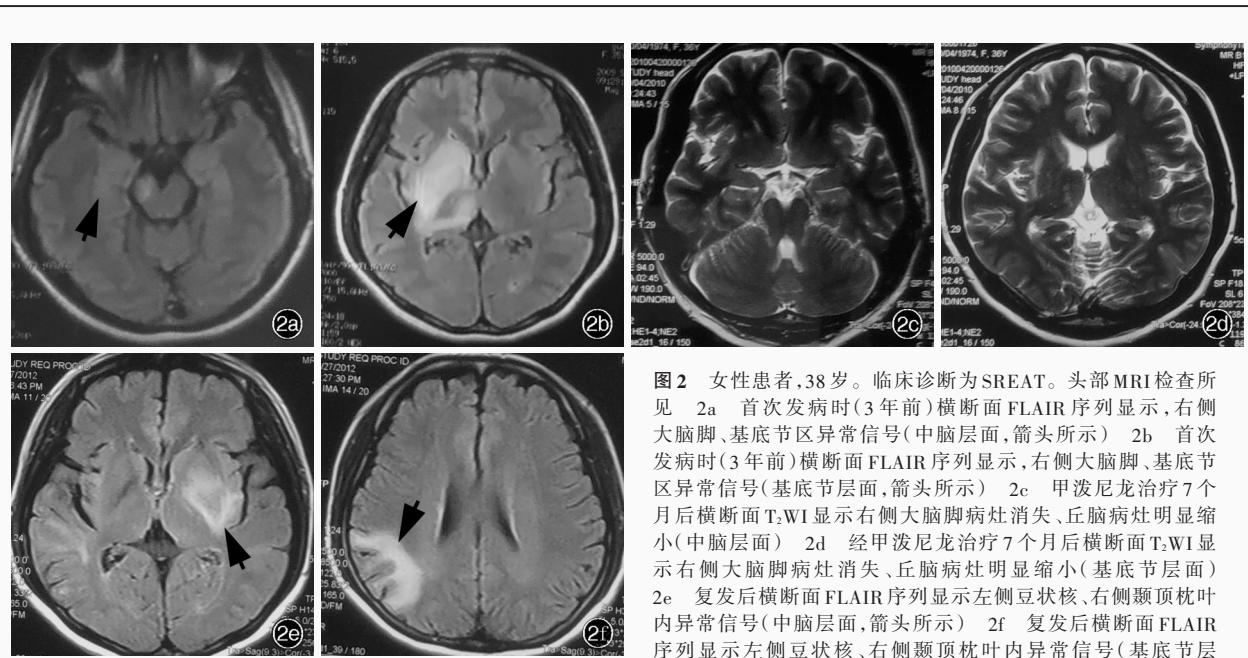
女性患者,38岁。临床诊断为SREAT。头部MRI检查所见 2a 首次发病时(3年前)横断面FLAIR序列显示,右侧大脑脚、基底节区异常信号(中脑层面,箭头所示) 2b 首次发病时(3年前)横断面FLAIR序列显示,右侧大脑脚、基底节区异常信号(基底节层面,箭头所示) 2c 甲泼尼龙治疗7个月后横断面T₂WI显示右侧大脑脚病灶消失、丘脑病灶明显缩小(中脑层面) 2d 经甲泼尼龙治疗7个月后横断面T₂WI显示右侧大脑脚病灶消失、丘脑病灶明显缩小(基底节层面) 2e 复发后横断面FLAIR序列显示左侧豆状核、右侧颞顶枕叶内异常信号(中脑层面,箭头所示) 2f 复发后横断面FLAIR序列显示左侧豆状核、右侧颞顶枕叶内异常信号(基底节层面,箭头所示)
